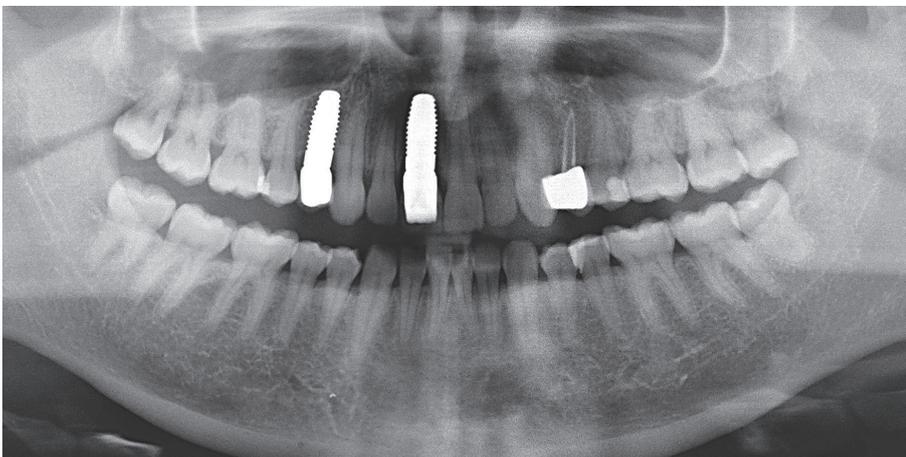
Röntgenkontrollaufnahme.
